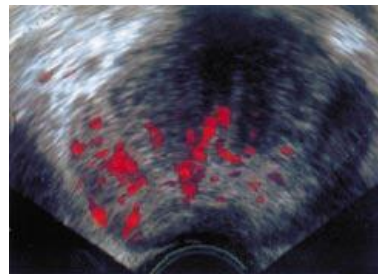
# 5. Aumento de vascularización en el lóbulo derecho prostático. La biopsia dirigida reveló carcinoma en ambos lóbulos. Ecografía en modo *power* Doppler. (Morales, Jornet, Cervera, & Labrador, 2013)
